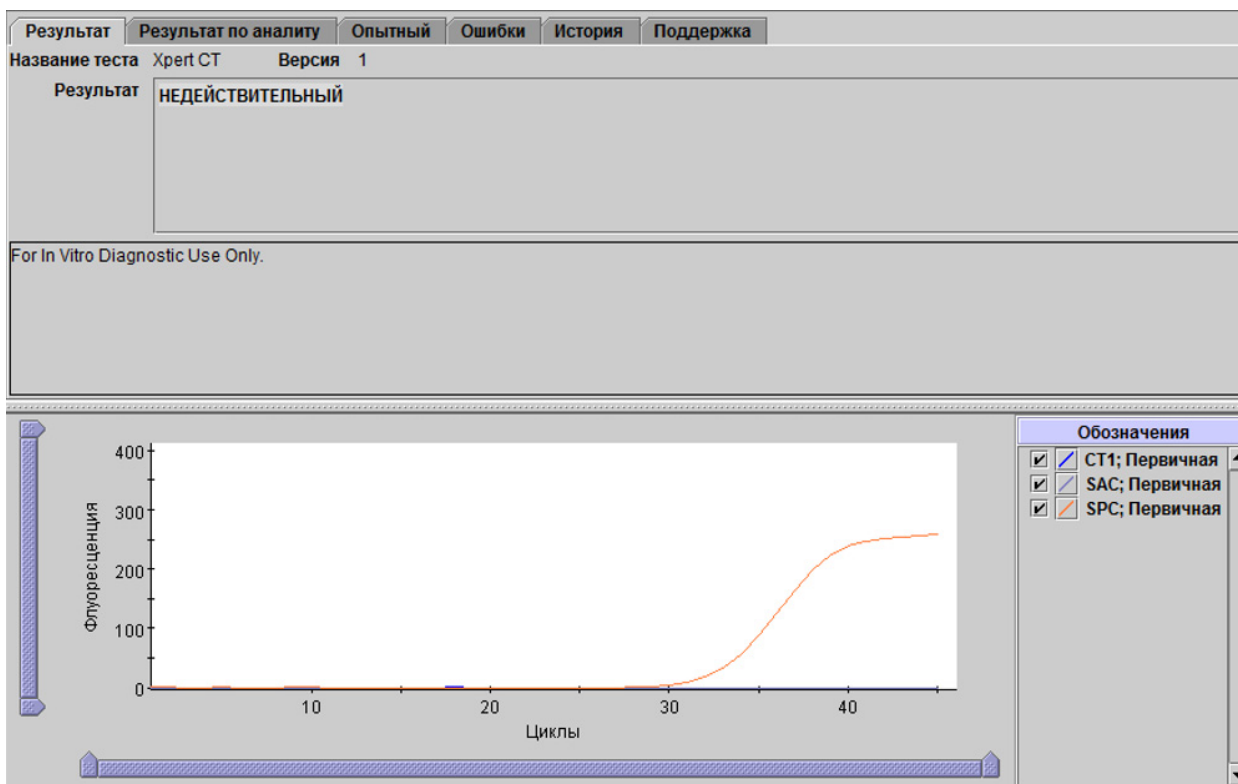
Xpert CT — результат Недействительный
